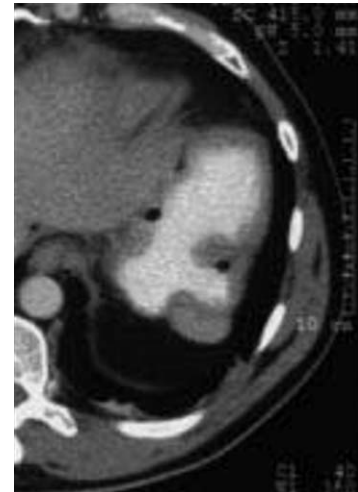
ATCD de tumeur GIST de l'estomac traité par gastrectomie partielle postérieure avec préservation de la rate. Nécrose secondaire de la rate traité par splénectomie. TDM : nodule homogène hyperdense accolé à la face postérieure de l'estomac. Surveillance : stabilité du nodule. Diagnostic probable : splénose.
